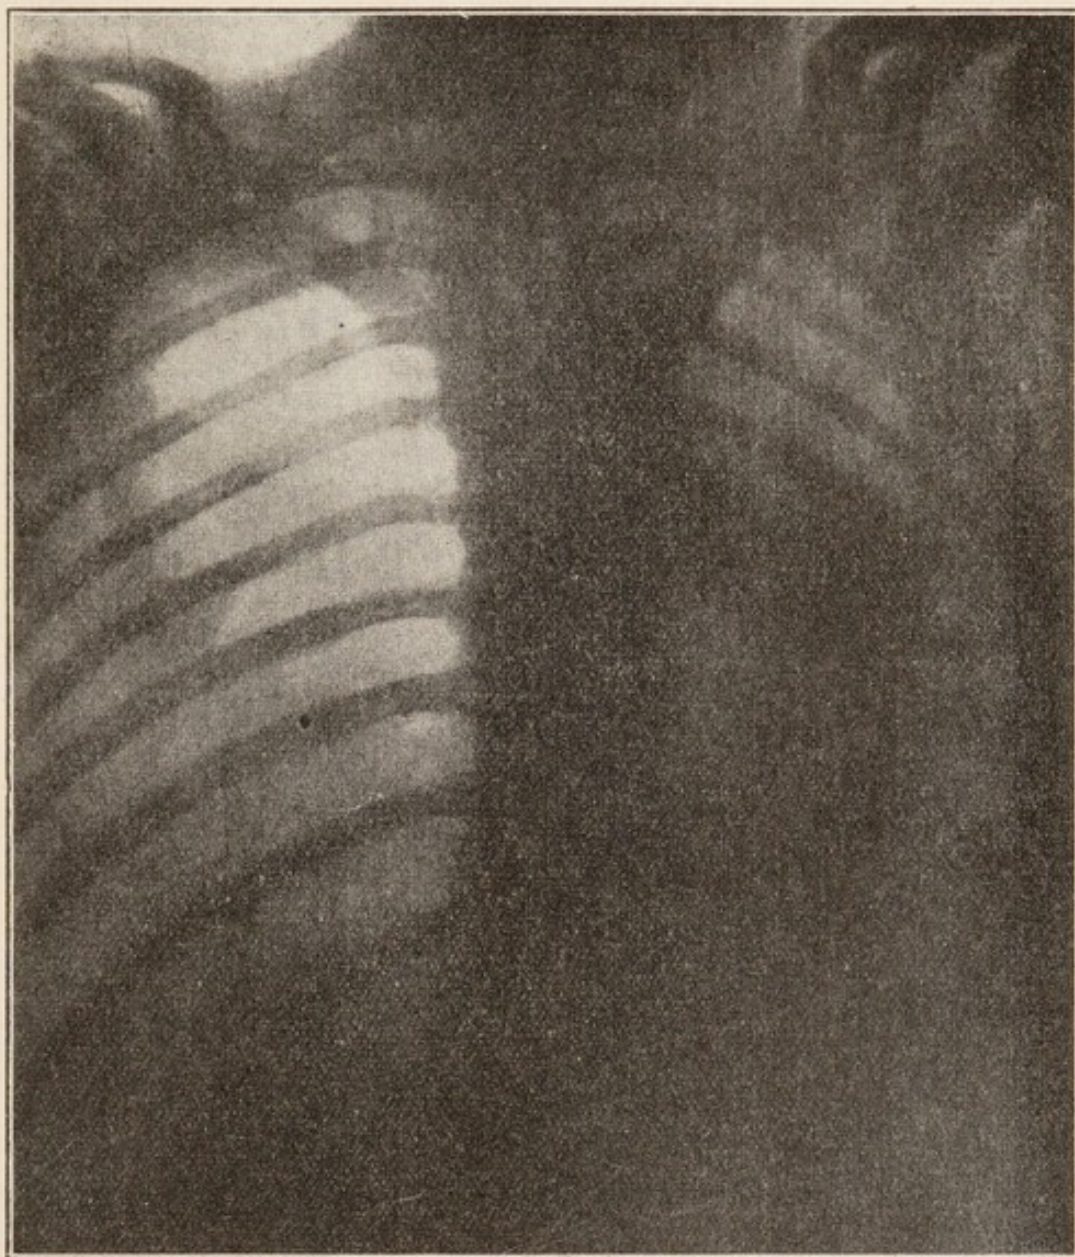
Caso 7. - Radiografia dorsale.
